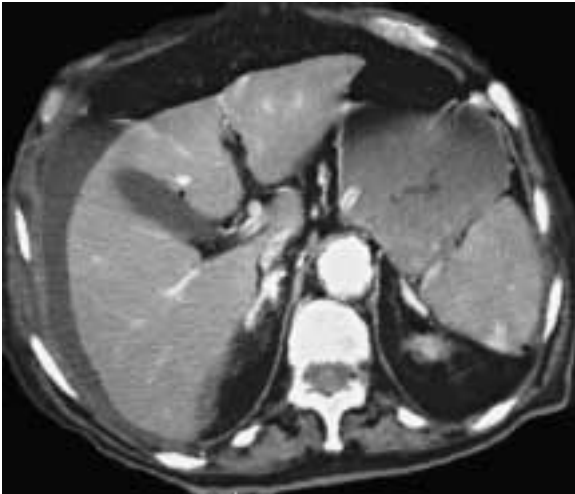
L'esame TC spirale multidetettore mostra la presenza di aria libera e di liquido libero in sede periepatica. Minuscolo nucleo gassoso in sede pericolesica (freccia). Perforazione della prima porzione duodenale. Multislice spiral CT shows the presence of free air and free fluid in perihpatic space. Evidence of small gas bubbles around the gallbladder (arrow). Perforation of the first duodenal segment.
